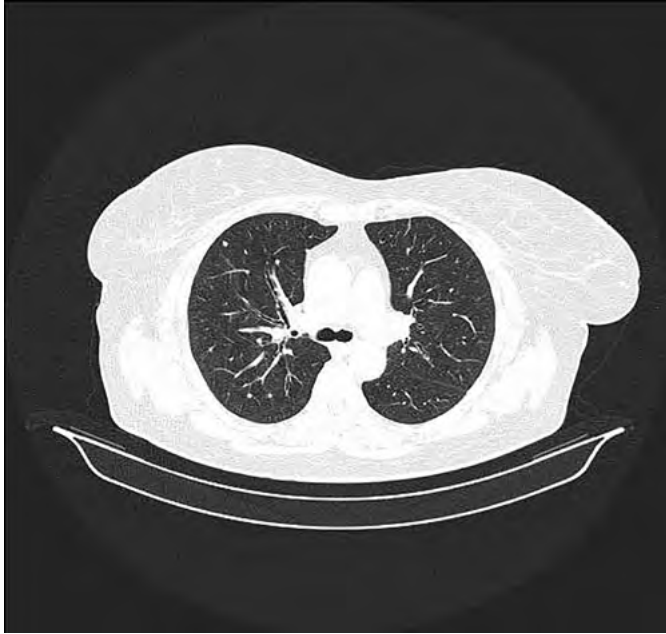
Спиральная компьютерная томография органов грудной клетки с контрастированием у больной РЩЖ: множественные метастазы в легкие
